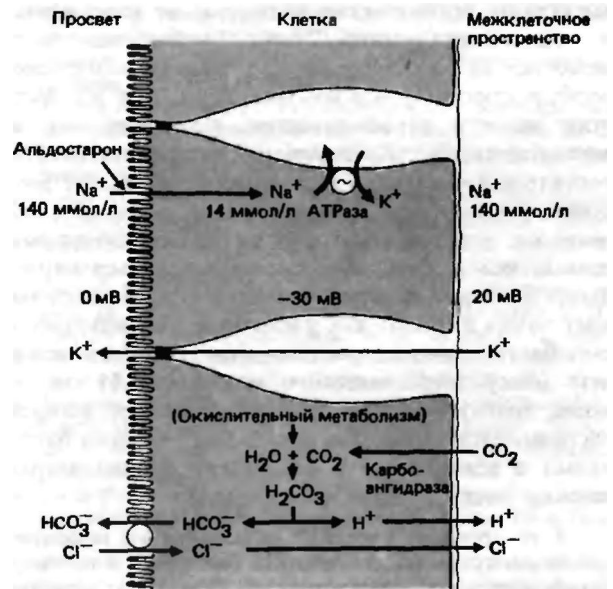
Транспорт ионов в слизистой толстого кишечника. Вверху: активное поглощение Na^+ (стимулируется альдостероном) и пассивная диффузия K^+ в противоположном направлении. Внизу: обмен ионов HCO_3^- и Cl^- (по [1])
